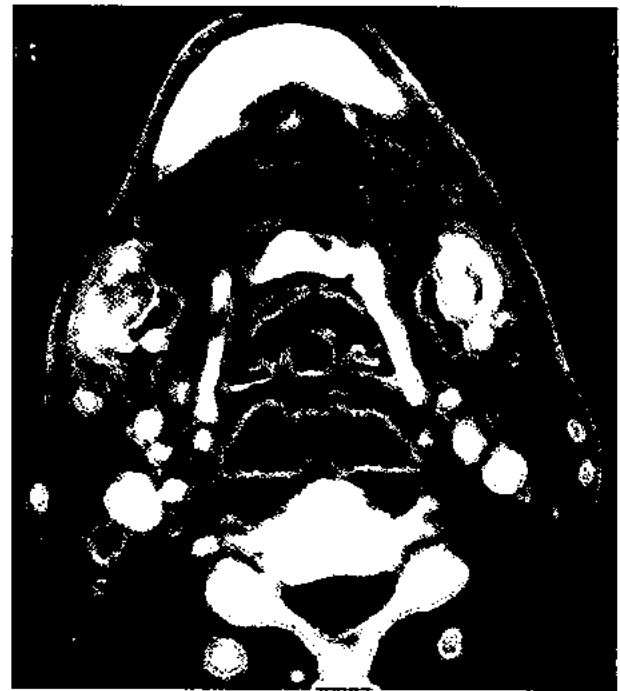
Tomografia mostrando abscesso retrofaríngeo.
